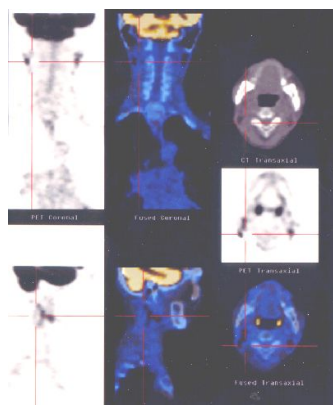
PET-CT after chemotherapy
